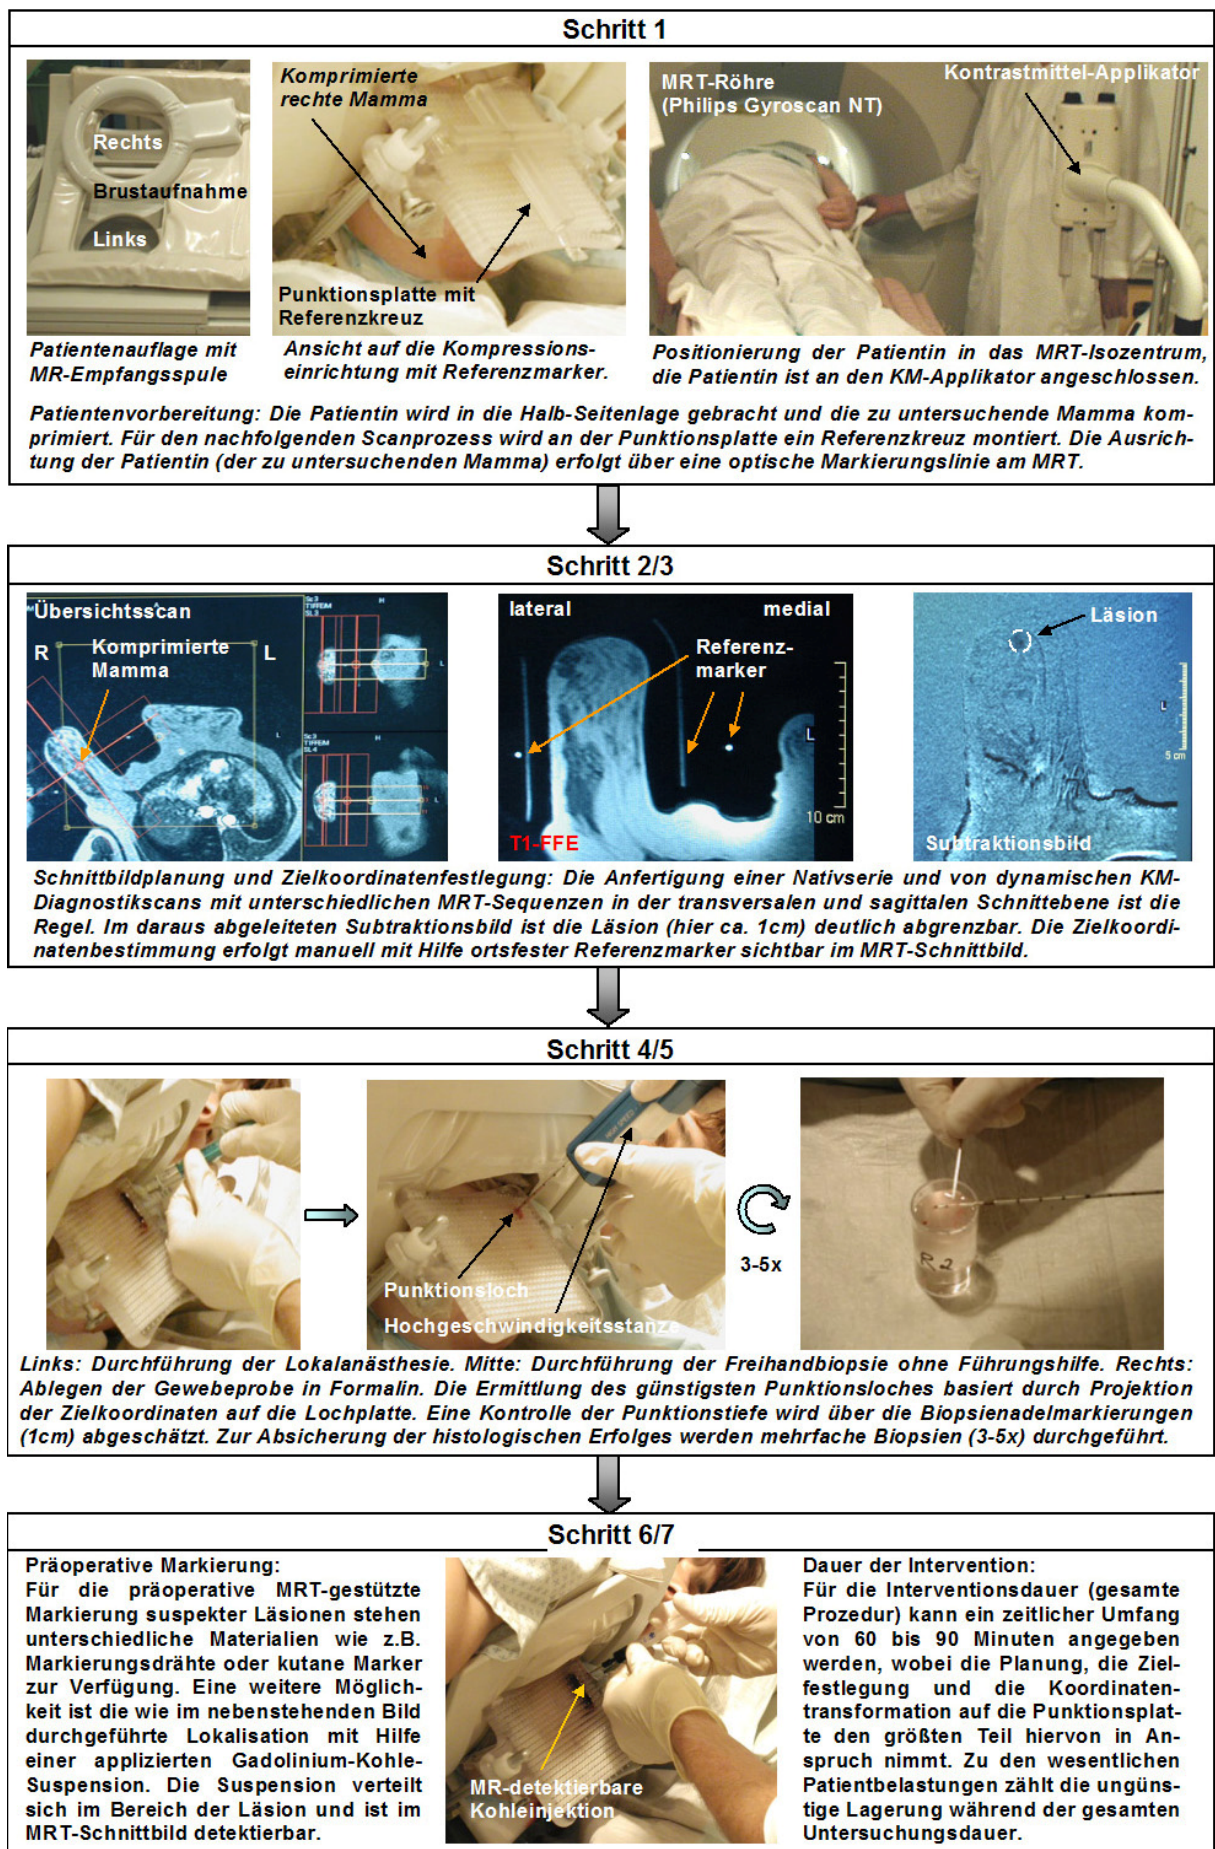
Prozedur einer Hochgeschwindigkeits-Stanzbiopsie am 1,5T-Hochfeld-MRT (Charité).
